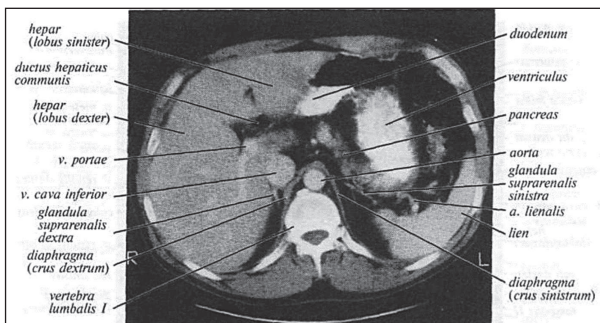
Комп'ютерна томограма області живота. Поперечний зріз на рівні I поперекового хребця.
